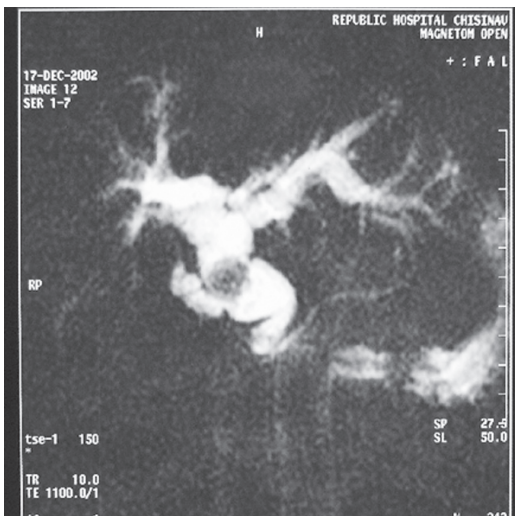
Colangiografie RMN. Coledocolitiază. (caz clinic propriu).
